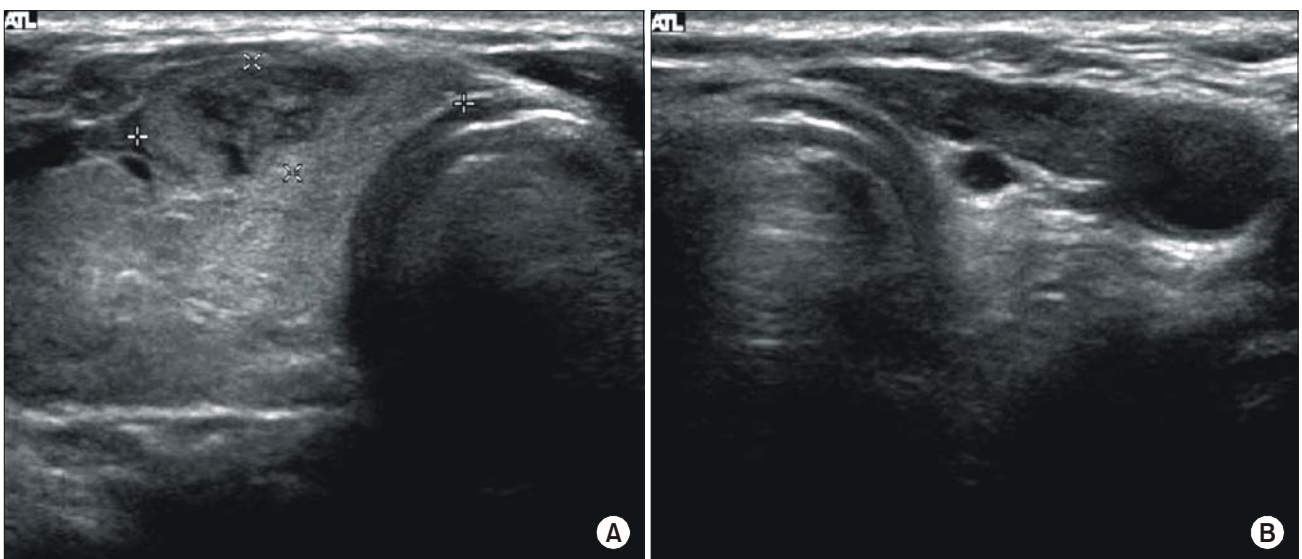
(A) A transverse sonogram of the isthmus thyroid gland shows a 2.0 cm sized heterogenous echoic mass. (B) A transverse sonogram shows absent left lobe.
